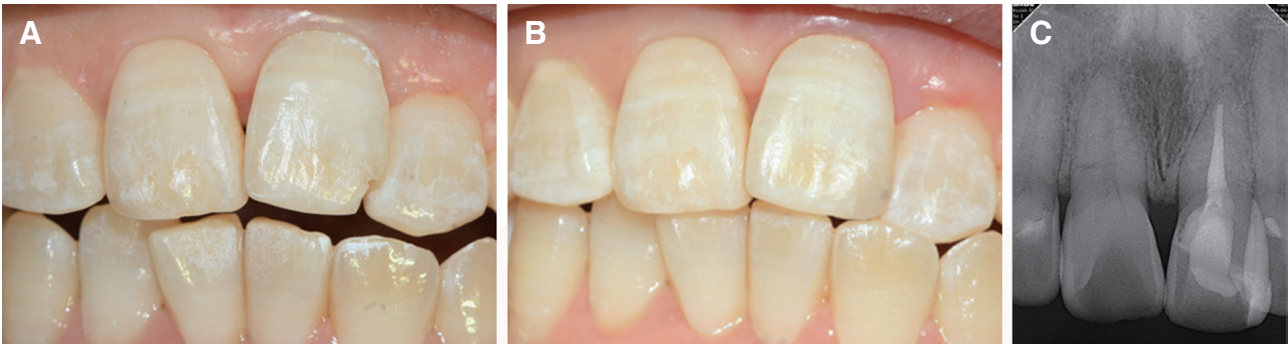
Postoperative images of Case C: (A) 1 month follow-up, (B) Photographic image at 24 months follow-up, (C) Radiographic image at 24 months follow-up.
